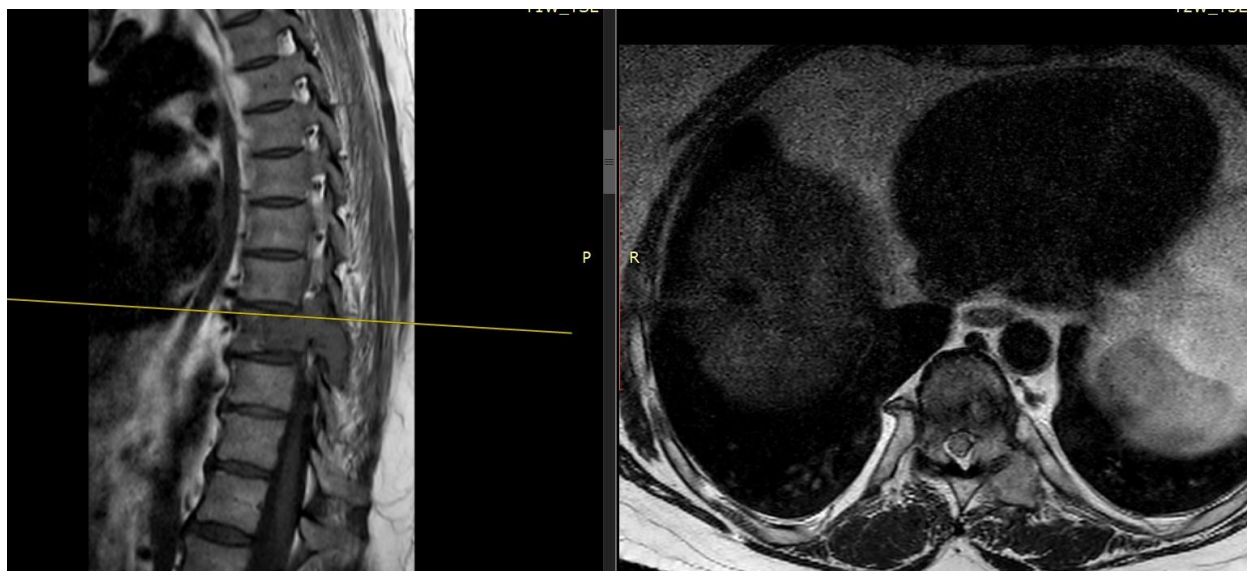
МРТ грудного отдела: солитарное метастатическое поражение Th9, компрессия спинного мозга эпидуральным мягкотканым компонентом
